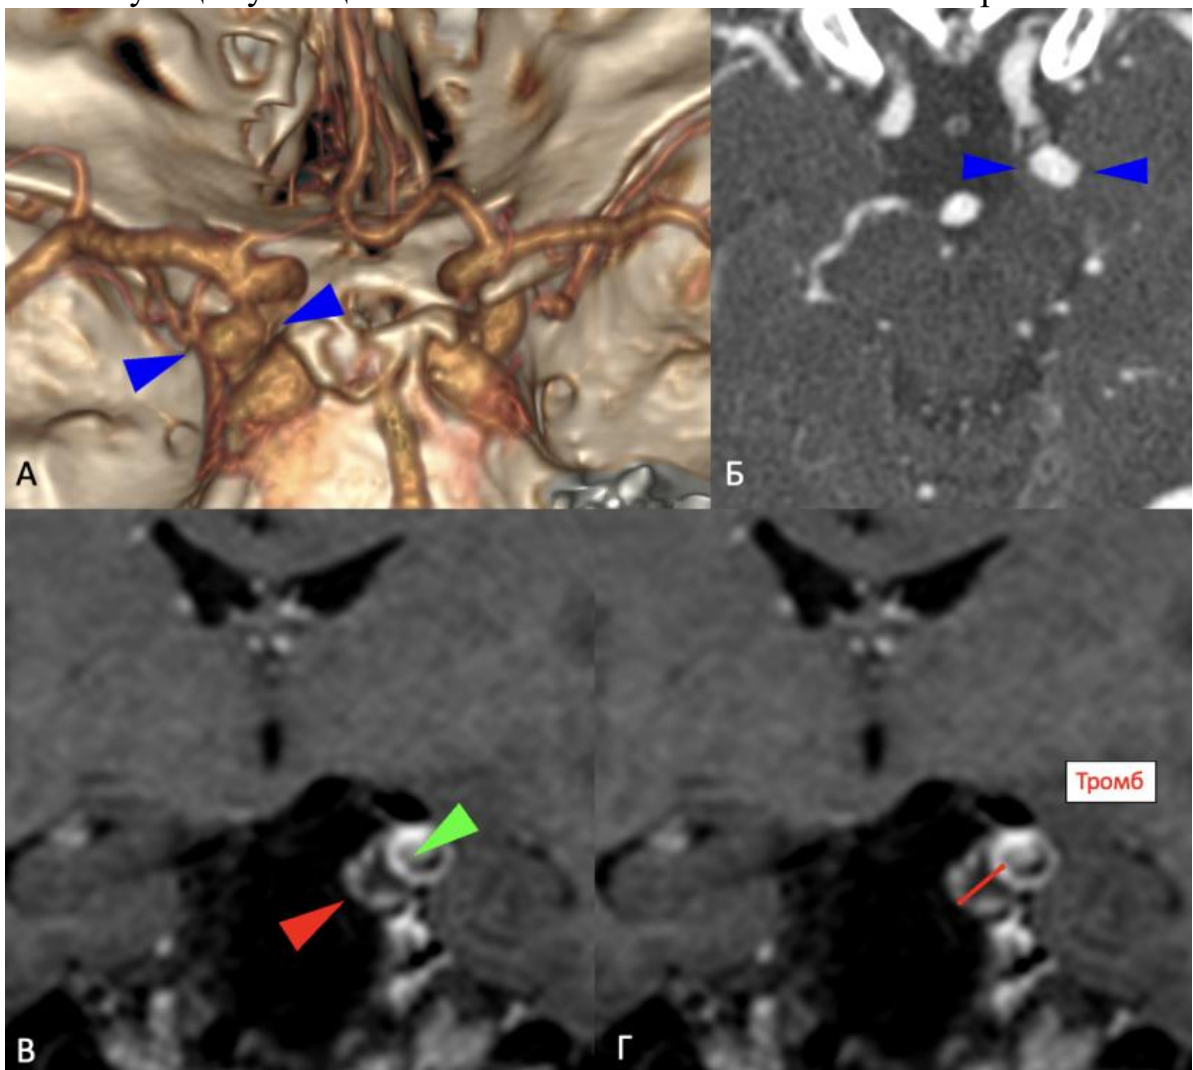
Аневризма (синие стрелки) внутренней сонной артерии у мужчины 63 лет. КТ: объемная реконструкция (А) и КТ изображения в аксиальной плоскости (Б). МРТ: T1 CUBE (В, Г) после внутривенного введения контрастного препарата. Выявляется двухслойное контрастирование (по внутренней поверхности тромба – зеленая стрелка и в стенке аневризмы, прилегающей к тромбу – красная стрелка)
